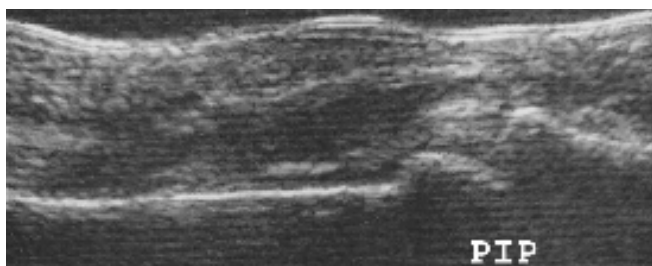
Sonografisch fehlende Nachweisbarkeit des FDP auf Grundphalanxhöhe
